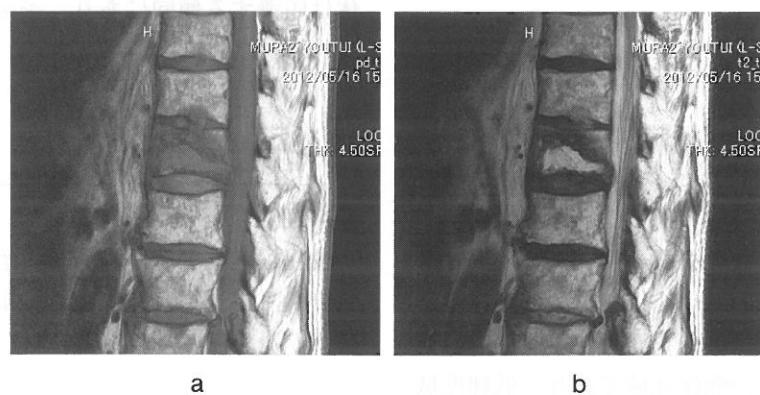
骨癒合不全（偽関節）例のMRI T1強調矢状断像(a), T2強調矢状断像(b)：骨折部位はT1強調では低輝度域として認められ、椎体内の浸出液の貯留はT2強調で均一な高輝度域として認められる。
